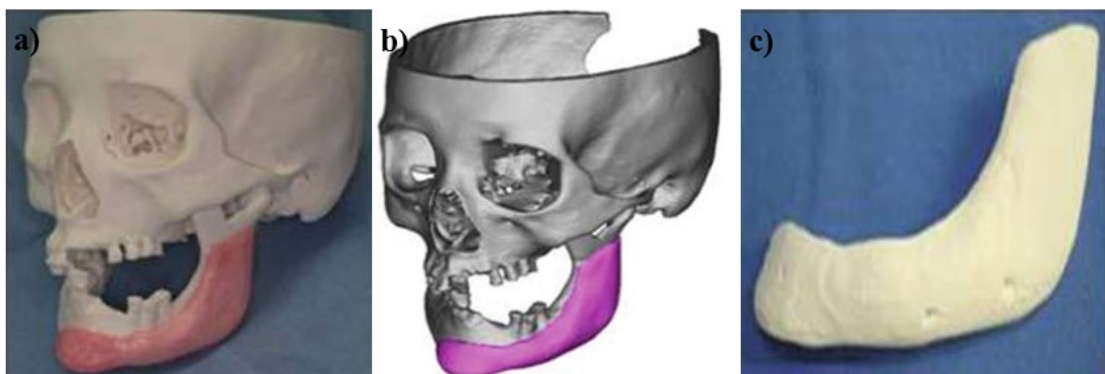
Simulação através de um modelo tridimensional de um defeito ósseo na mandíbula, a) representação artificial em 3D do osso no modelo, b) simulação do osso artificial com base na TAC, c) imagem macroscópica do osso artificial impresso em 3D (Saijo *et al.*, 2009).
